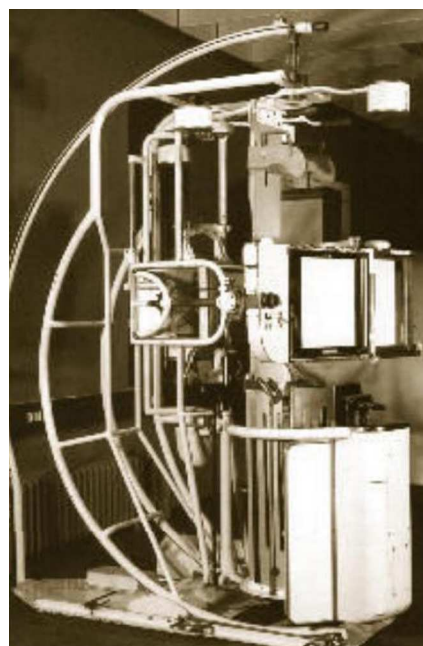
Omniscopio hecho por Ernst Pohl. La imagen es cortesía del Museo Röntgen.
